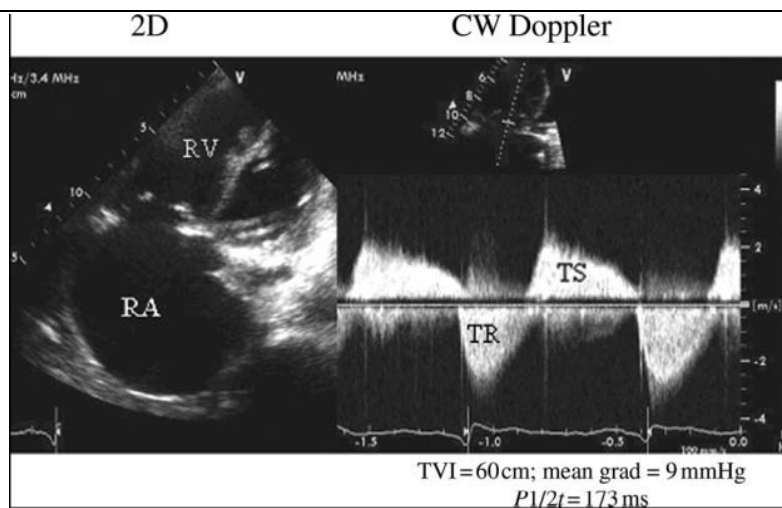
左图为1例三尖瓣狭窄患者的二维超声心动图舒张期心尖四腔切面。图示三尖瓣增厚、舒张期穹窿样改变以及右心房明显扩大(RA)。右图为舒张期通过三尖瓣口的连续多普勒血流，可见增高的舒张期峰值流速达到 2 m/s 以及收缩期三尖瓣反流。右下角显示了舒张期时间流速积分和压力减半时间的测值。
